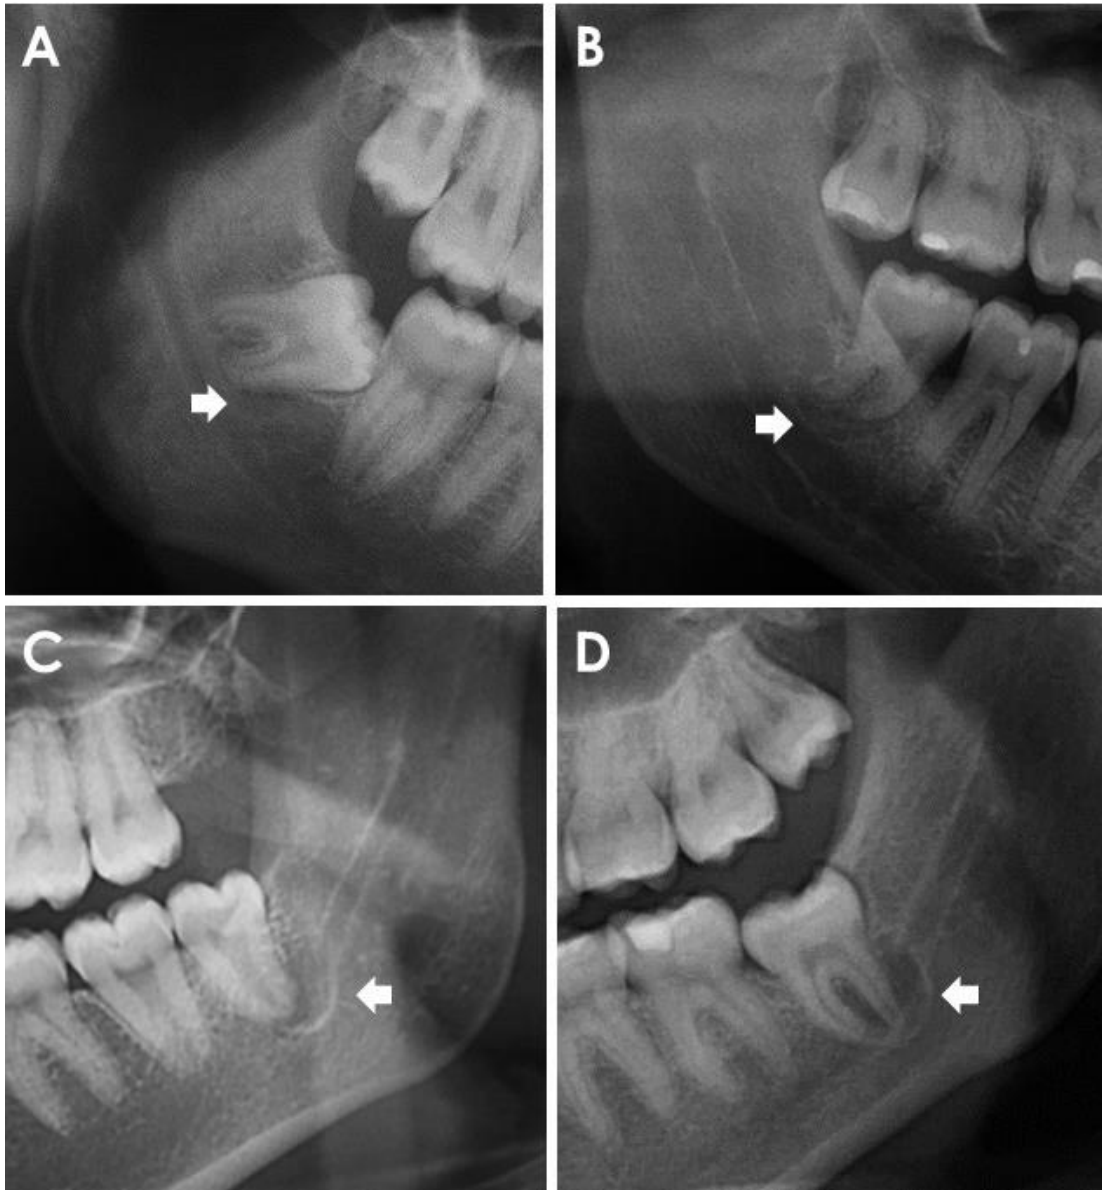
Imagens parciais de radiografias panorâmicas mostrando terceiros molares inferiores de acordo com seu desenvolvimento radicular
